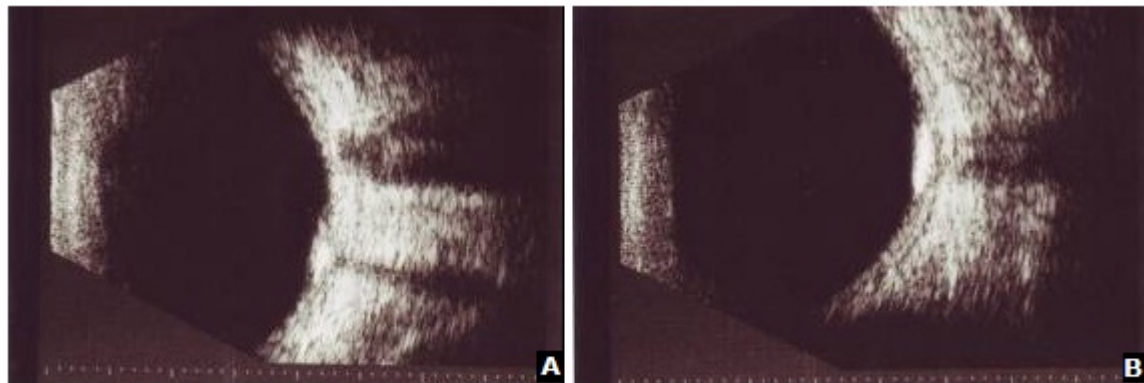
Ultrasonido ocular modo B. A: Imagen de alta ecogenicidad a nivel de coroides y silencio acústico posterior. B: Corte sagital de la lesión que reafirma la alta densidad de la lesión.
